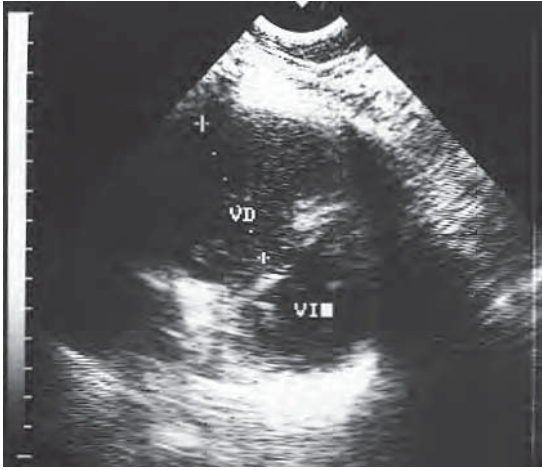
/18. Ecocardiograma transtorácico. Plano paraesternal transversal de los ventrículos. Severa dilatación del ventrículo derecho (50 mm). Signos de sobrecarga de presión (aplanamiento sistólico del tabique interventricular que distorsiona la geometría del ventrículo izquierdo).
